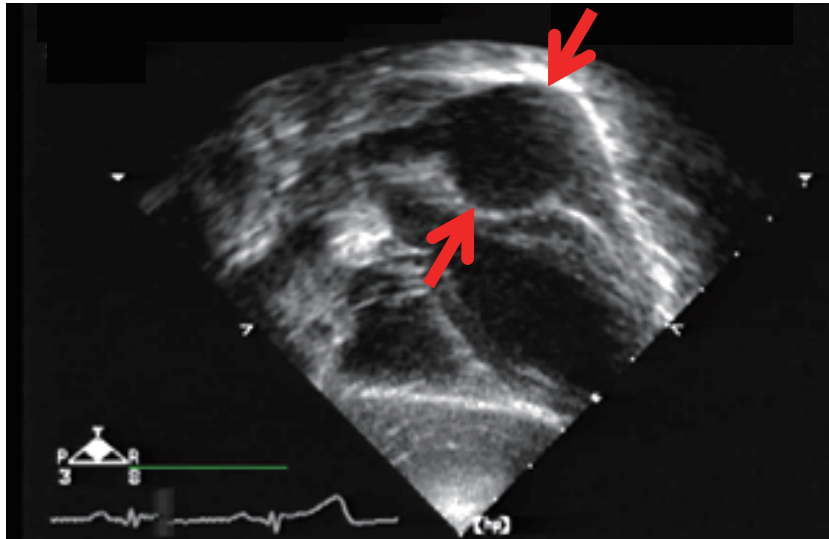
第72病日の心エコー検査所見（左冠動脈瘤最大径30.6mm）
